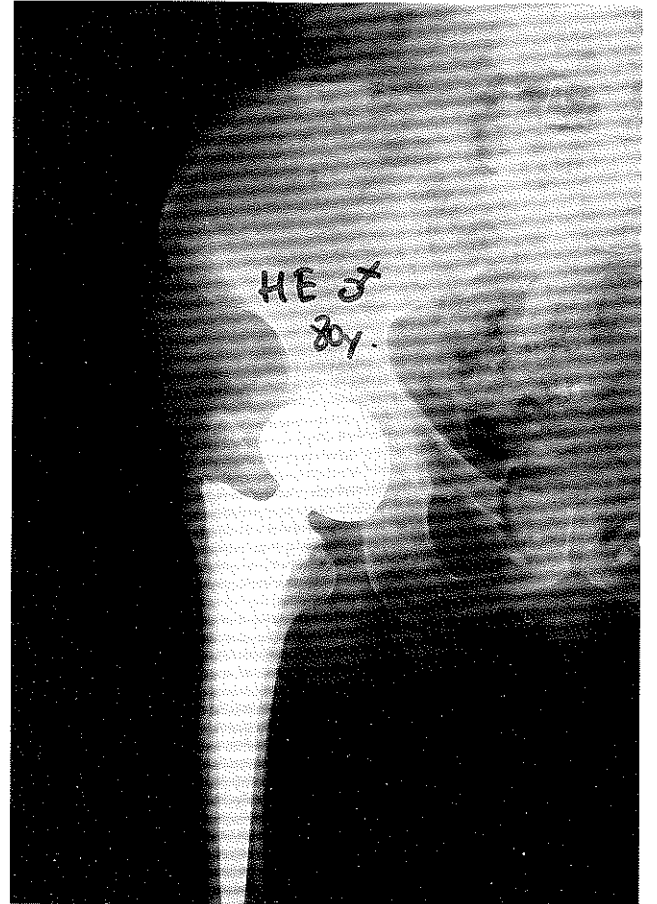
a,b : 80 yaşındaki bir bayan hastamızın ameliyat öncesi ve postoperatif 30 ay sonraki grafisi
